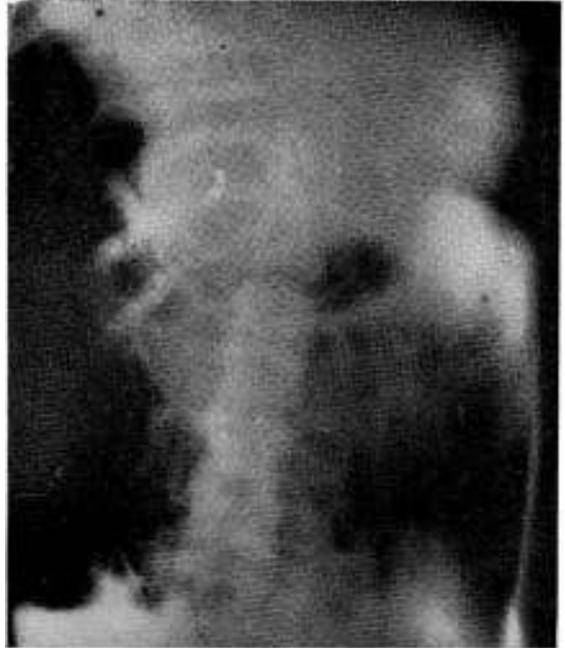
Observación 2. Radiografía del ingreso. Elevación del colon transitando hacia la cavidad pleural derecha.
